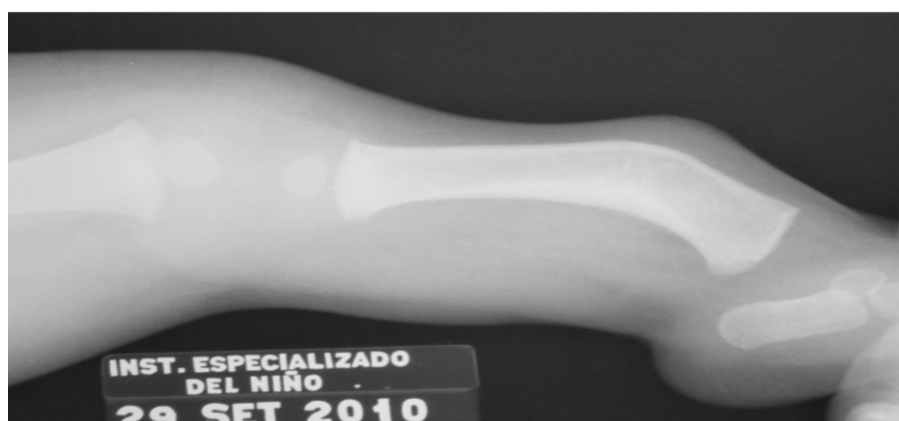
Radiografía de pierna izquierda con campomelia tibial y aplasia de peroné.
